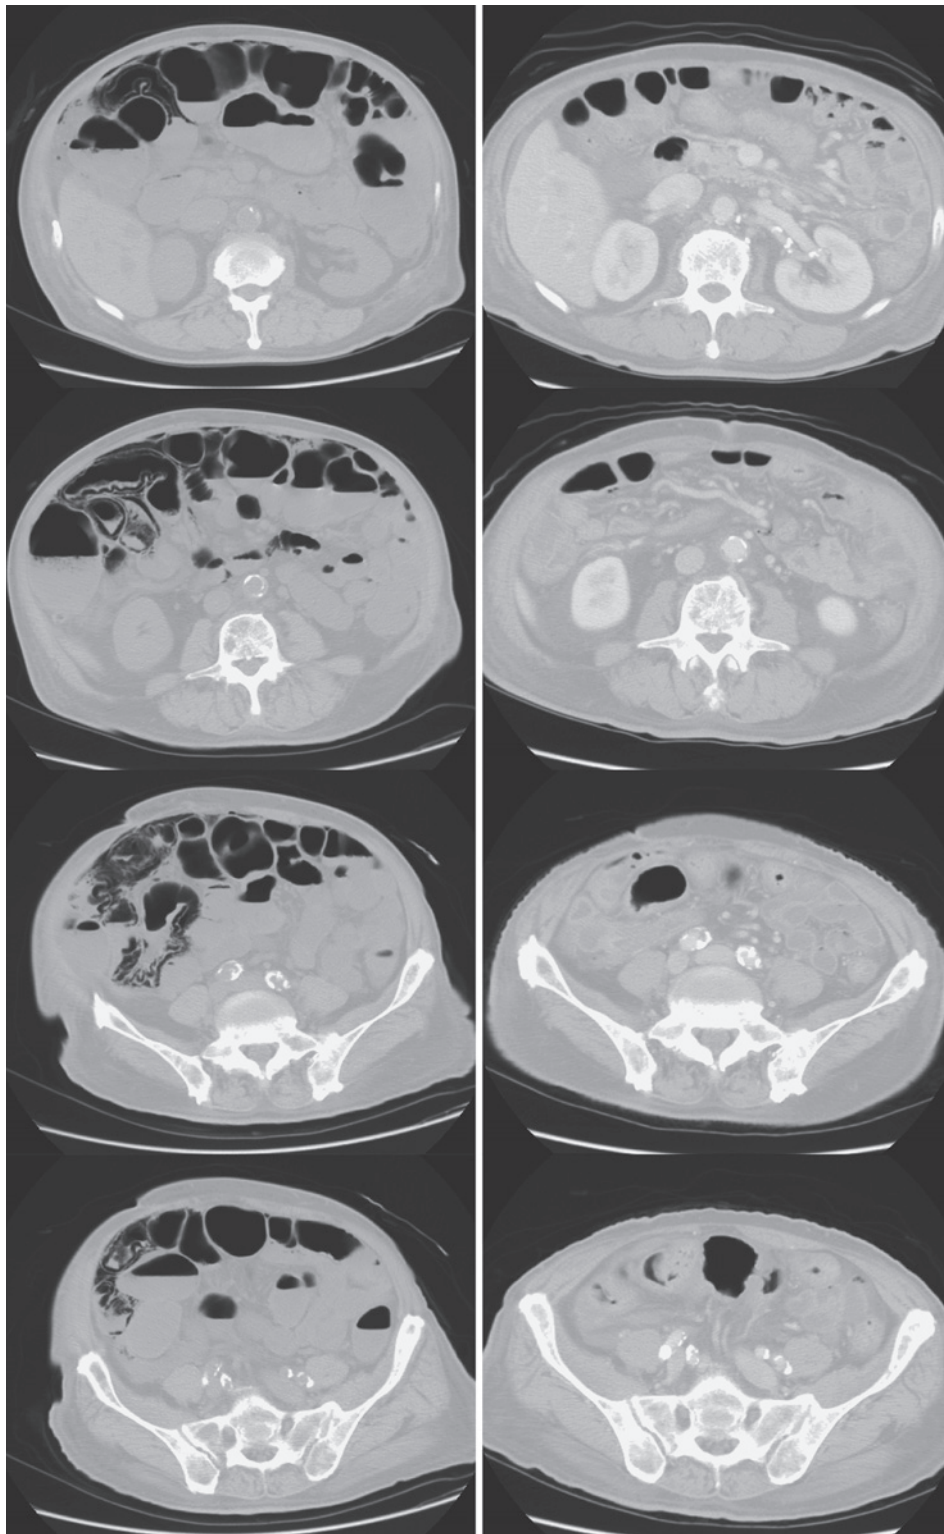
Abdominal CT scan shows intraperitoneal free gas and gas in the wall of the ileum on the 10th day. A follow-up abdominal CT scan obtained on the 15th day shows almost a complete resolution of the gas.
